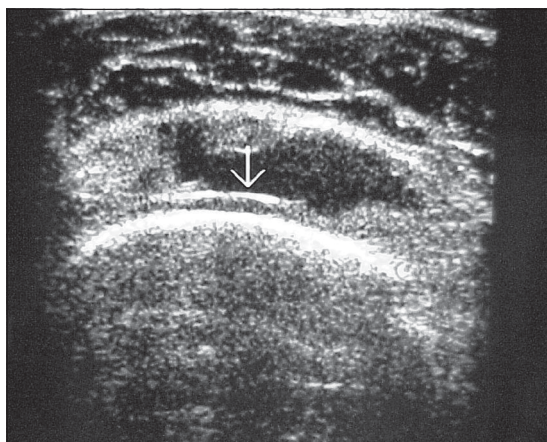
Ecografía: rotura total.
